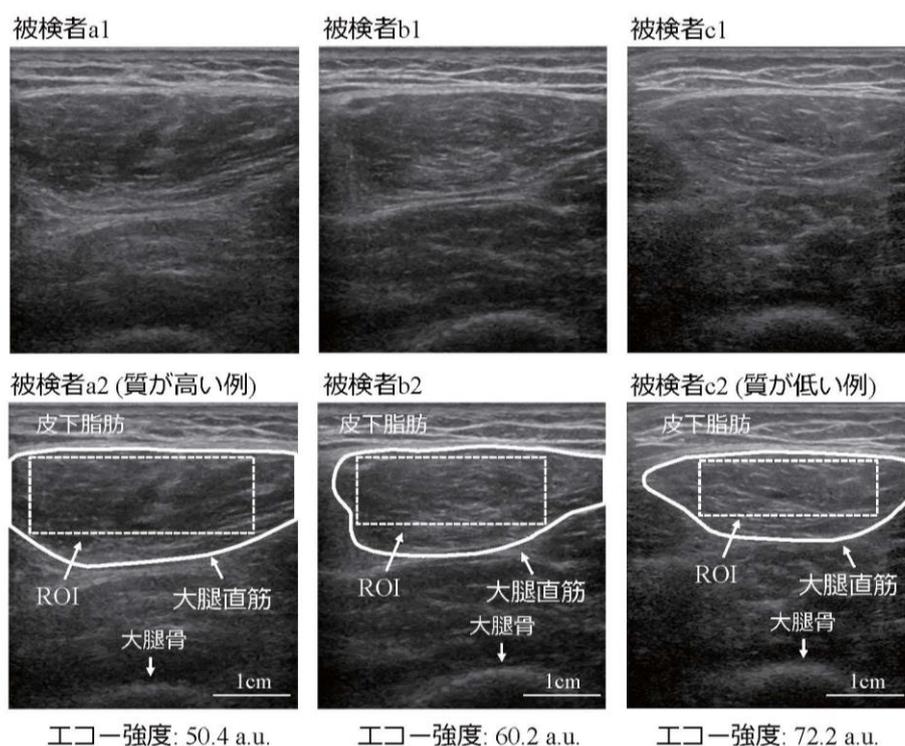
3名の被検者の大腿部前面における超音波画像とエコー強度の値
